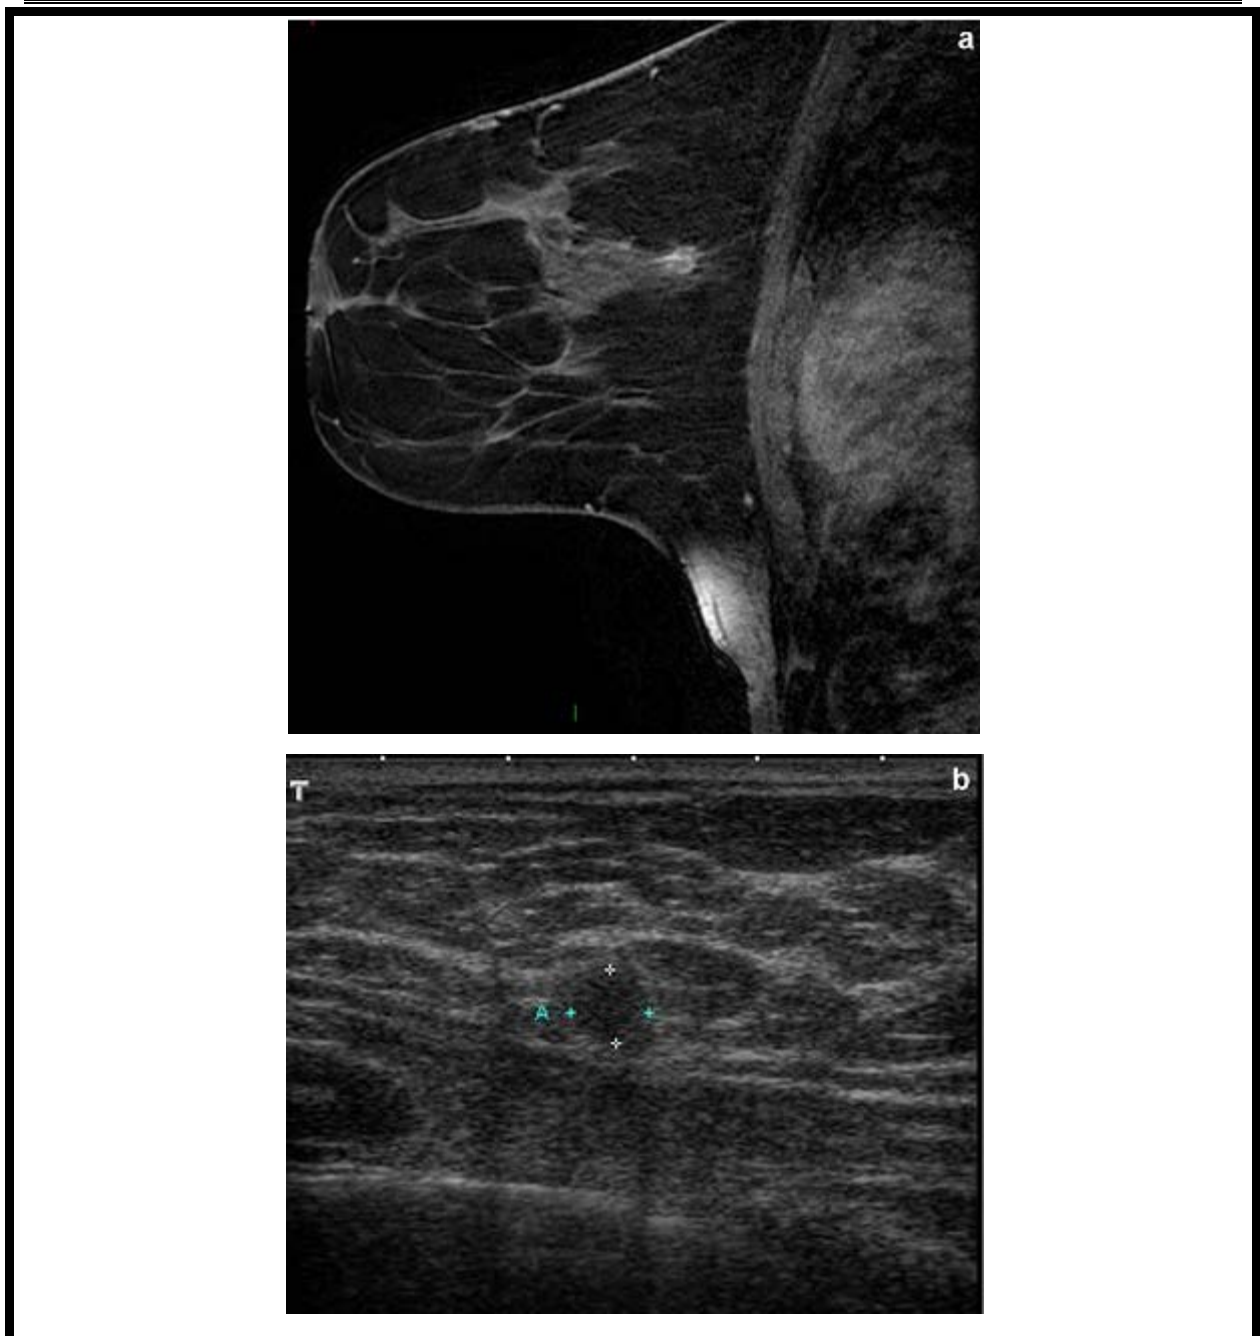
a : IRM de dépistage patiente BRCA1. prise de contraste ronde avec un rehaussement annulaire de contours irréguliers correspondant à un carcinome invasif grade 3, triple négatif ; b : Echographie : Masse ronde hypoéchogène de contours irréguliers.
